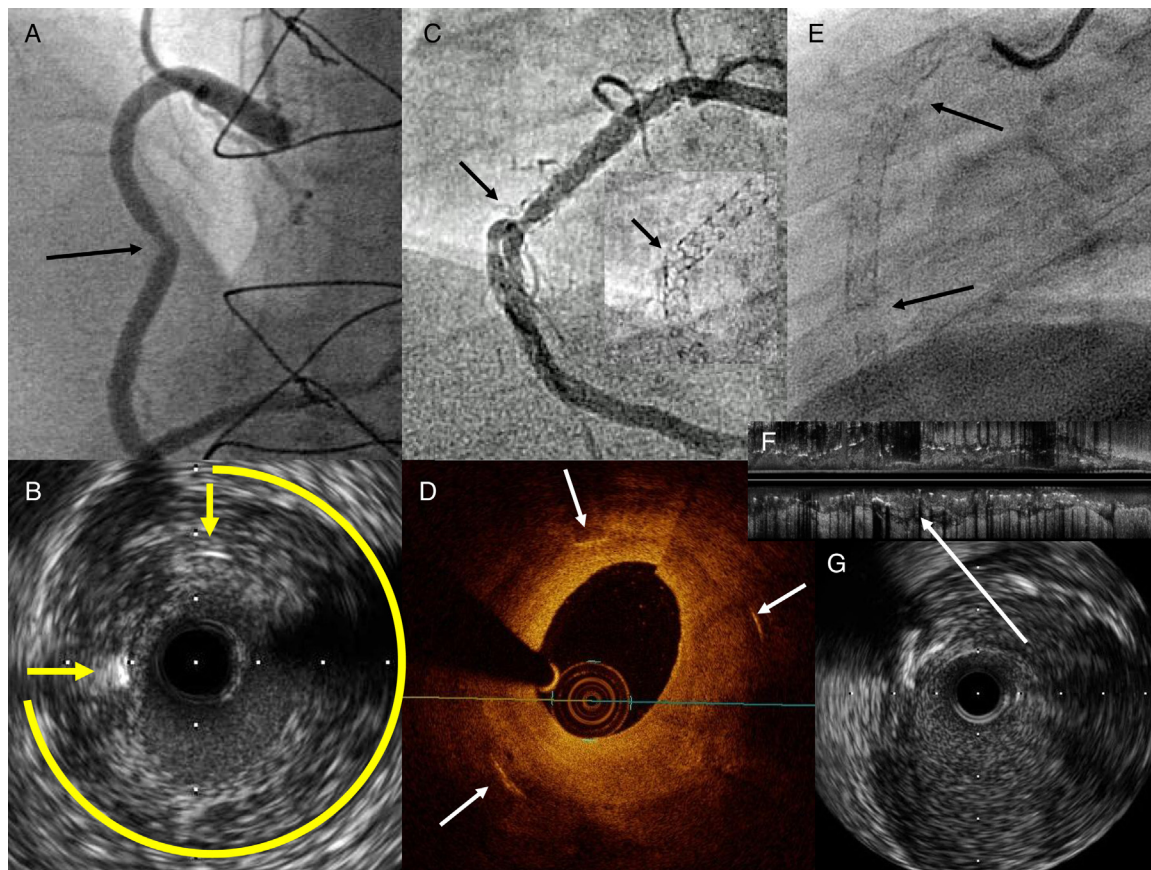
reestenosis del *stent* en coronaria derecha media (flecha). B: imagen de ecografía intracoronaria de A, con abundante hiperplasia concéntrica, sólo dos *struts* visibles (flechas) y un arco de 270° sin *struts*. C: imagen radiológica de *stents* solapados en coronaria derecha, con reestenosis focal en zona angulada e imagen ampliada de distorsión del *stent* (flecha). D: imagen de tomografía de coherencia óptica de C; abundante hiperplasia concéntrica y sólo tres *struts* (flechas) muy distantes entre sí. E: imagen radiológica de coronaria derecha; *stents* desde *ostium* hasta segmento distal por oclusión crónica; las flechas marcan dos zonas de fractura completa con separación física de los *struts*. F: imagen longitudinal de ecografía intracoronaria de E; la flecha marca la fractura sin *struts*. G: imagen transversal de ecografía intracoronaria de E; ausencia de *struts*.
